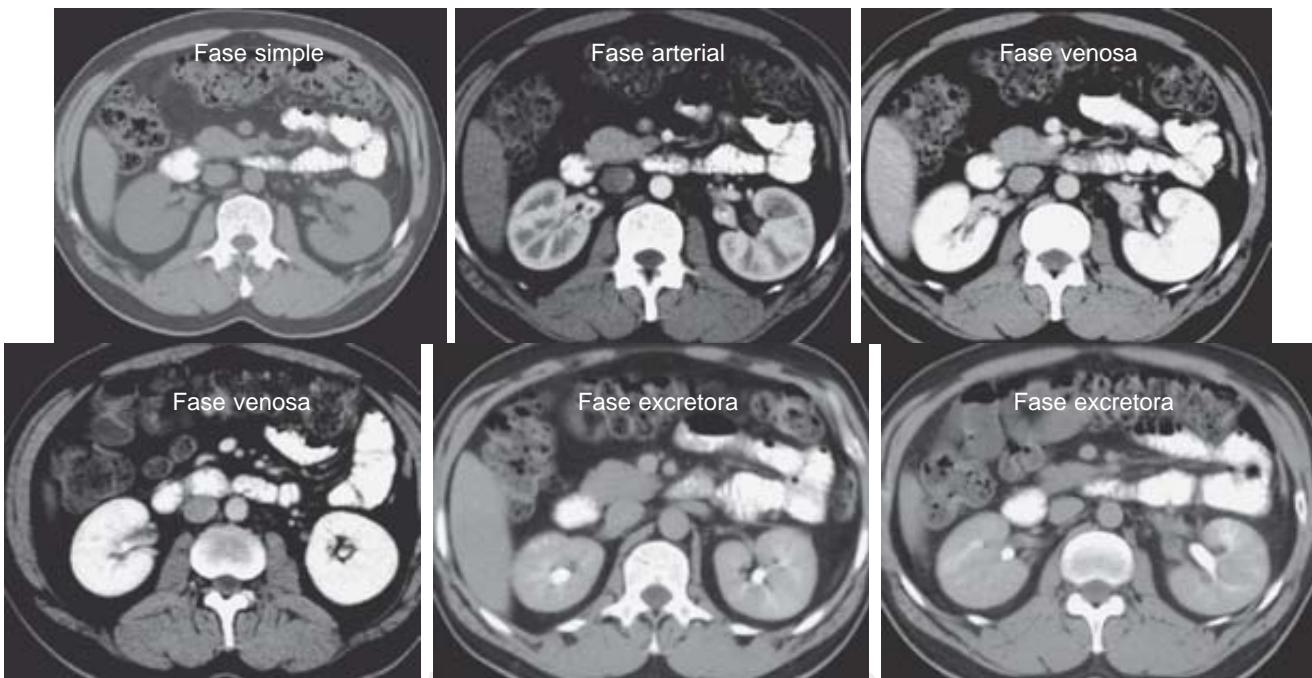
Caso 22. Masculino de 42 años de edad, con dolor abdominal y sospecha clínica de Enfermedad diverticular complicada, se envía a TC, se muestra la fase simple, venosa y tardía del estudio. En la fase simple no se observan cambios a nivel renal, pero en las fases contrastadas se observan áreas mal definidas en ambos riñones, las cuales se corresponden con áreas de persistencia del contraste en la fase excretora y se relacionan a cambios inflamatorios renales. No se identificaron datos que sugirieran enfermedad diverticular.
